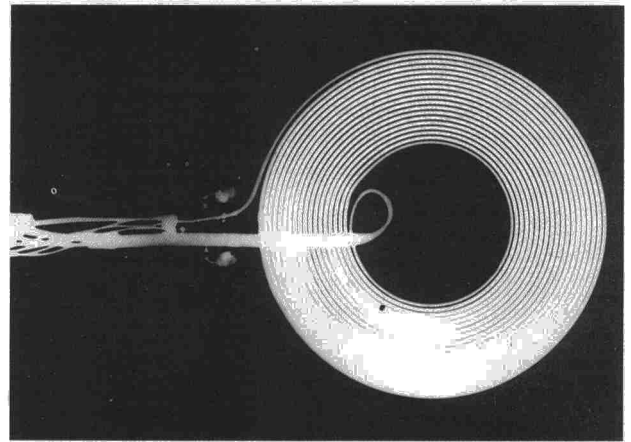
Radiografía del estimulador magnético utilizado. Puede observarse la bobina conductora que genera el campo magnético.
